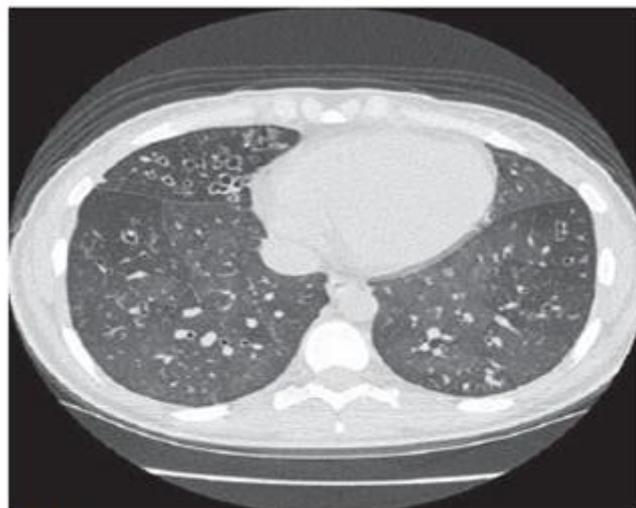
Tomografia computadorizada do tórax evidenciando atenuação em mosaico bronquiectasias e sinais de aprisionamento aéreo, mais bem avaliados na expiração máxima em 4C.
